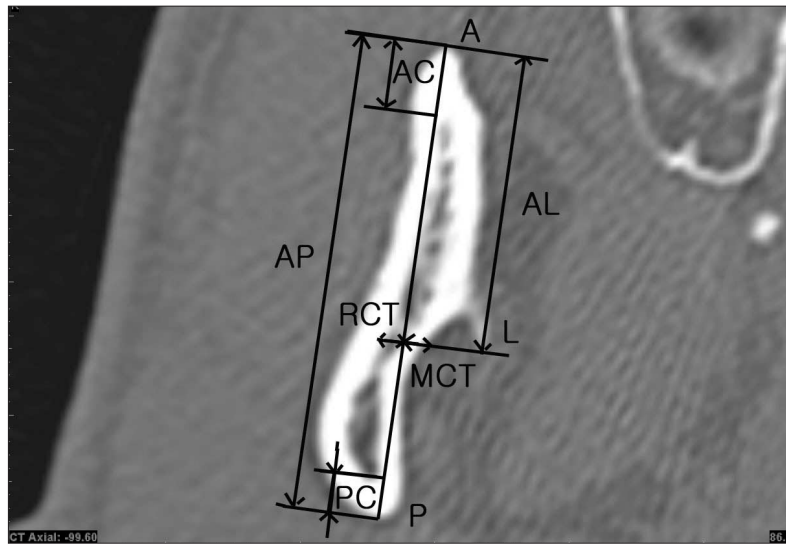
Measurements of the mandibular ramus on CT image that sectioned parallel to the occlusal plane.
